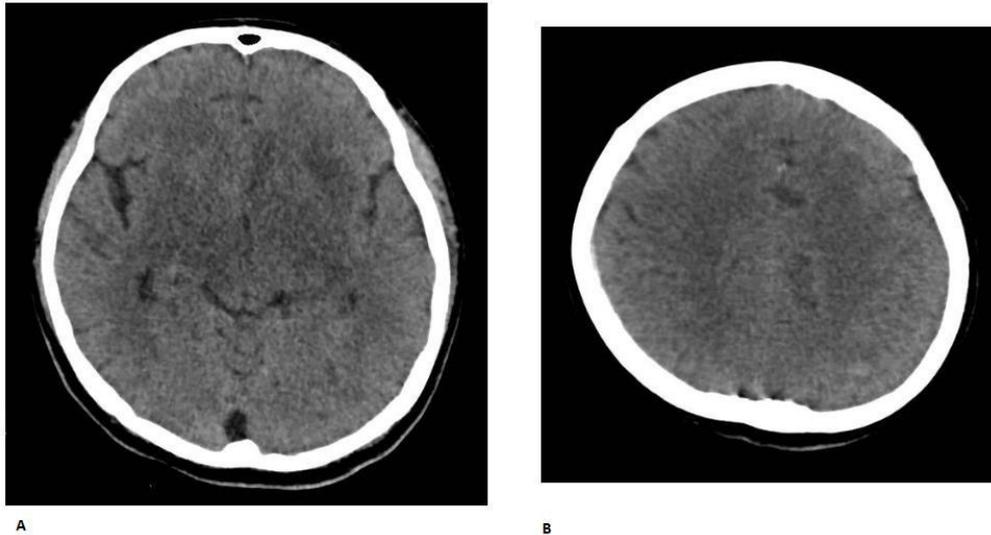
Imágenes de la Tomografía Espiral Multicorte cerebral. La imagen A, muestra lesión hipodensa bilateral en tálamo, ganglios basales y capsula interna; respetando el claustrum con compresión del tercer ventrículo. La imagen B, muestra lesión hipodensa en corona radiada izquierda.
